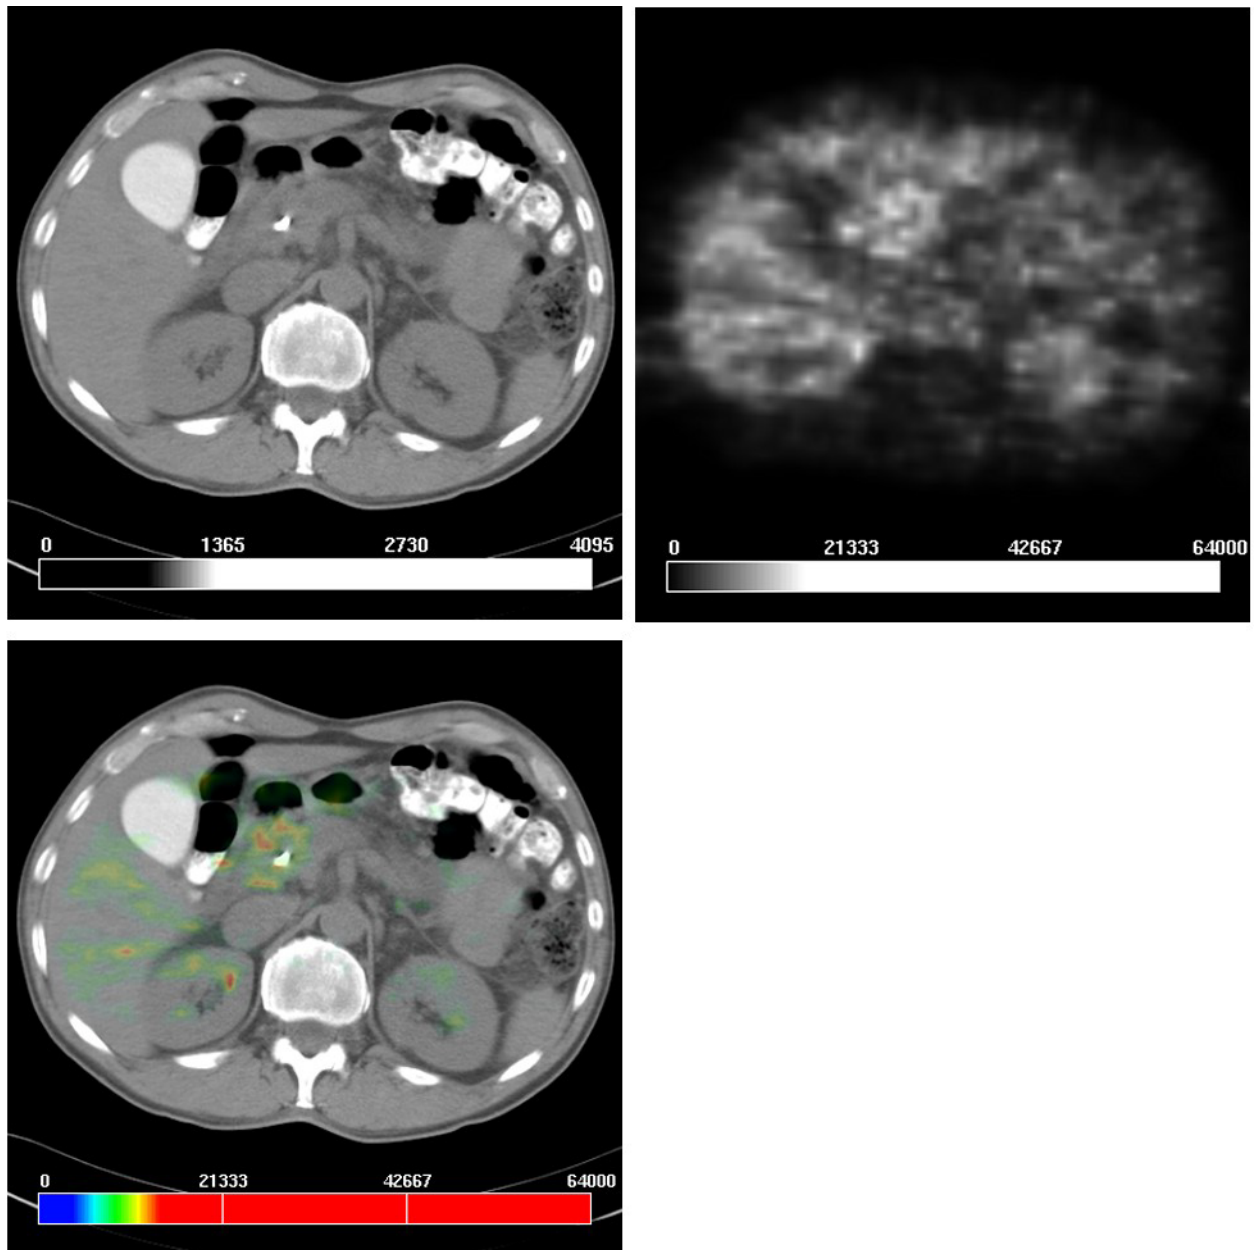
Links oben:* Die CT zeigt in nativer Phase eine unscharfe Pankreaskopfvergrößerung. *Rechts oben:* Die PET ist von beiden Auswertern als unauffällig eingestuft worden. *Links unten:* Die Bildfusion projiziert einzelne Aktivitätsanreicherungen auf das den Stent umgebende Gewebe.
